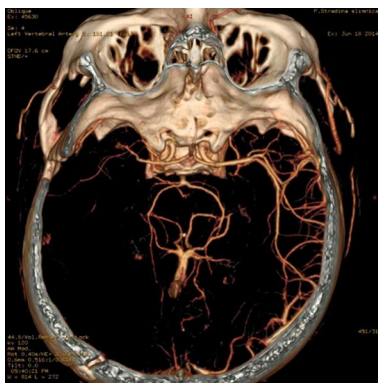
КТ-АГ через 14 мес с момента заболевания, 3D реконструкция (другой ракурс). Тромбоз ствола M2 СМА слева и аневризмы, располагавшейся в области бифуркации этой артерии в начале заболевания.
